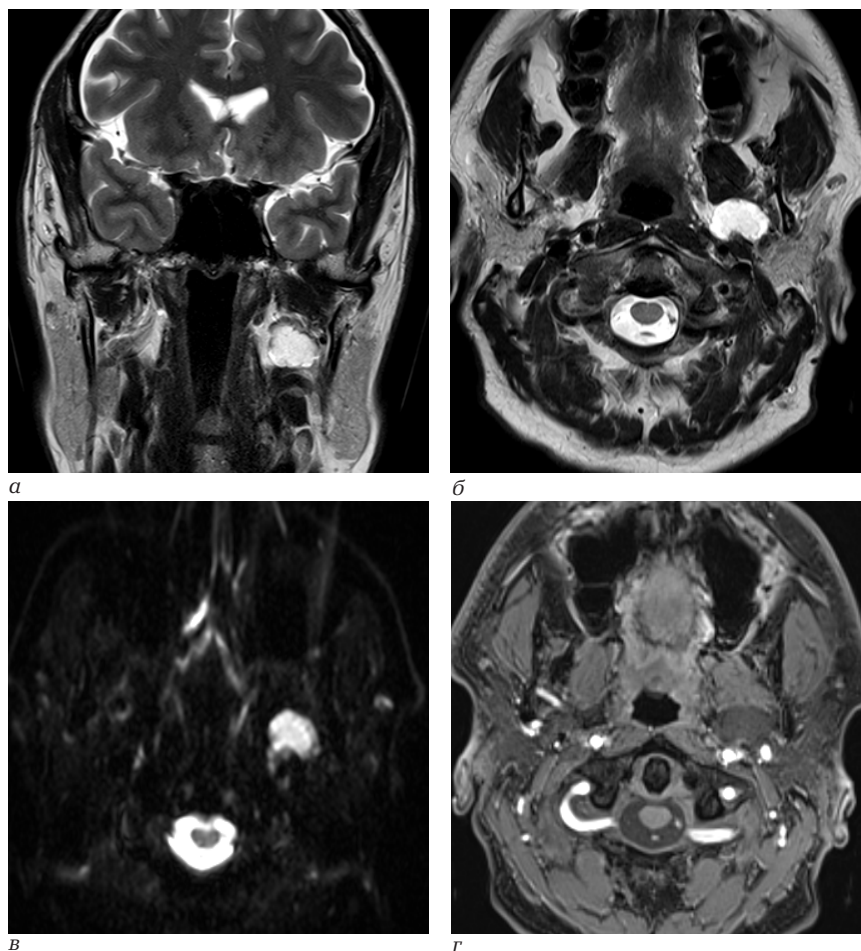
Пациент Ш., 48 лет. Магнитно-резонансная томография: а – корональная плоскость T2 ВИ; б – аксиальная плоскость T2 ВИ; в – аксиальная плоскость ИП DWI; г – аксиальная плоскость T1 ВИ
